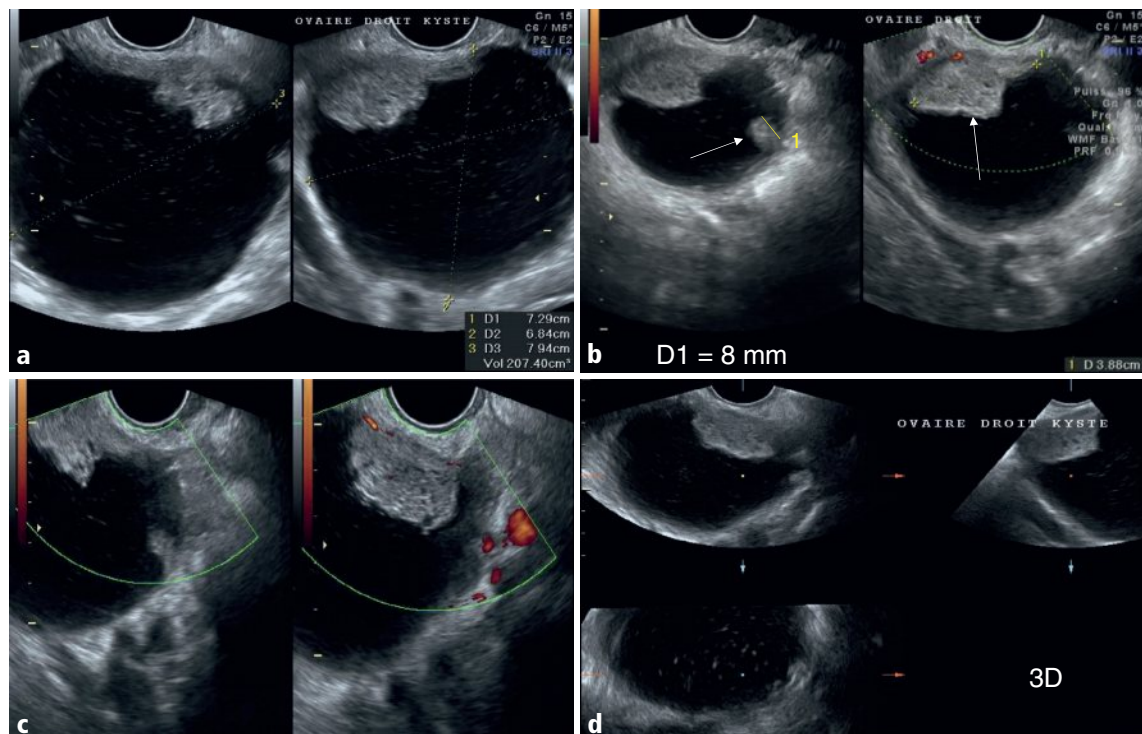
a-d Kyste ovarien droit de 79 × 72 × 68 mm, mixte, à contenu liquidien majoritaire, rempli d'échos épars (a, d), avec deux végétations de 8 et 38 mm (flèches en b) avasculaires en Doppler couleur (b, c).
